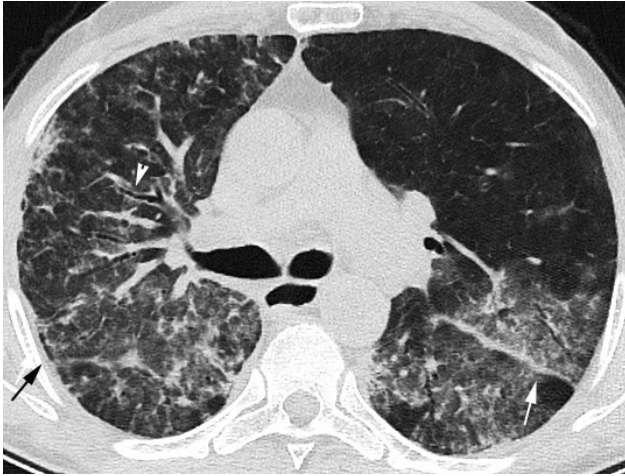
Kırk iki yaşında kadın hastada Toraks BT aksiyel kesitte periferik yerleşimli buzlu cam opasitesi (siyah ok) ve halo bulgusu gösteren, buzlu cam ile çevrilmiş nodül (beyaz ok) izleniyor.
